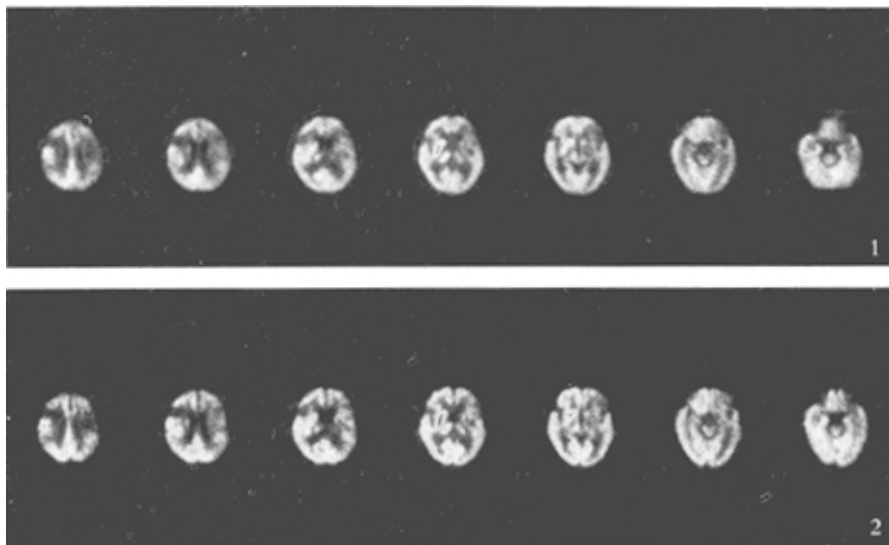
大面积的左侧额叶、额叶脑梗塞患者针刺前和针刺后 PET 影像
